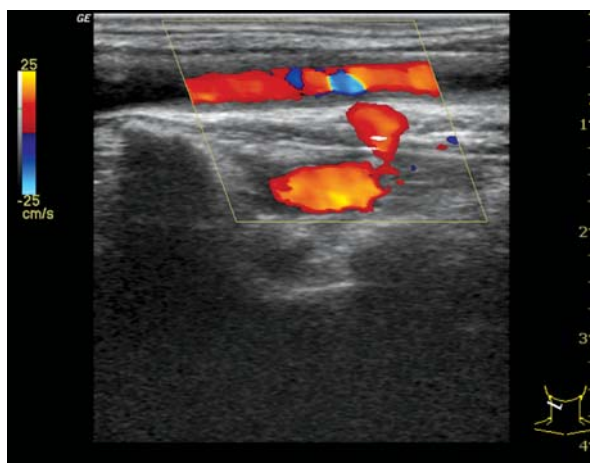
USG tętnic szyjnych – prawa tętnica szyjna wspólna (przekrój poprzeczny); przed leczeniem.
